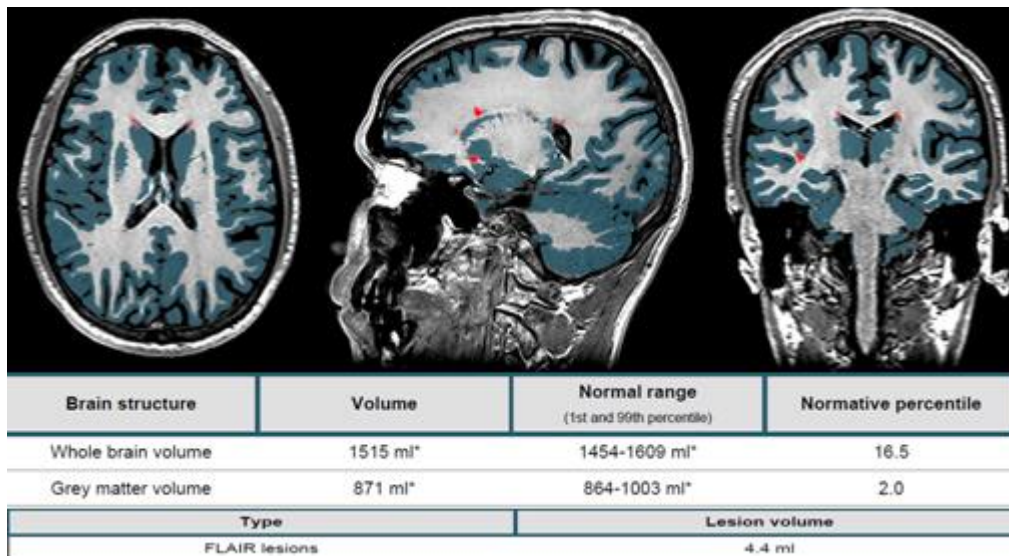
Анализ МРТ при помощи программы Msmetrix
